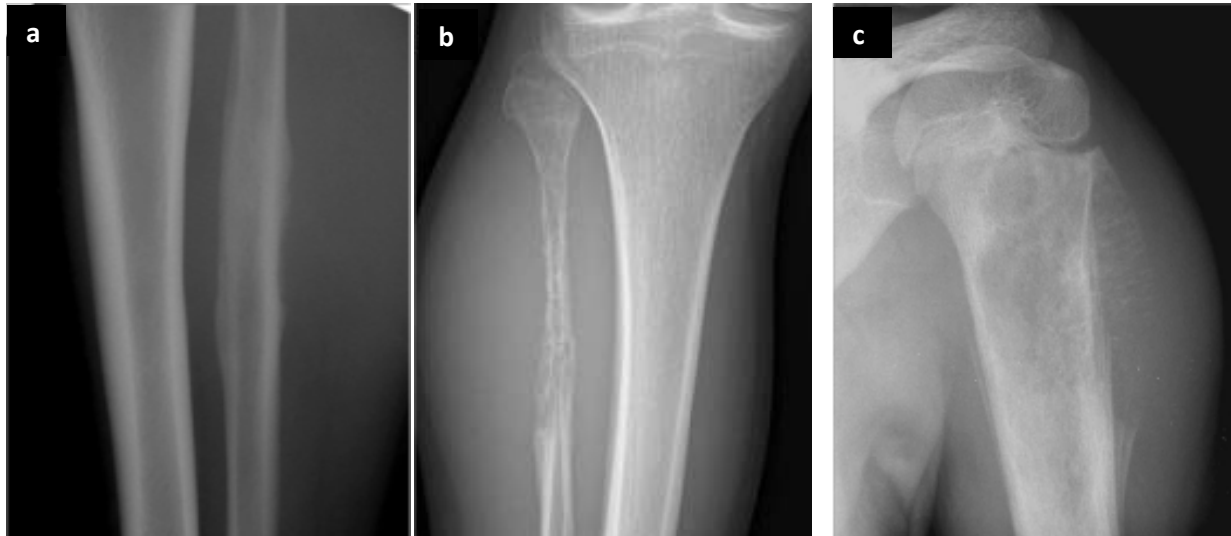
sarcomes d'Ewing de présentation radiographique différente chez trois patients : une apposition périostée unilamellaire (a), avec une ostéolyse perméative (b), et une ostéolyse avec éperon de Codman (c). [3]
